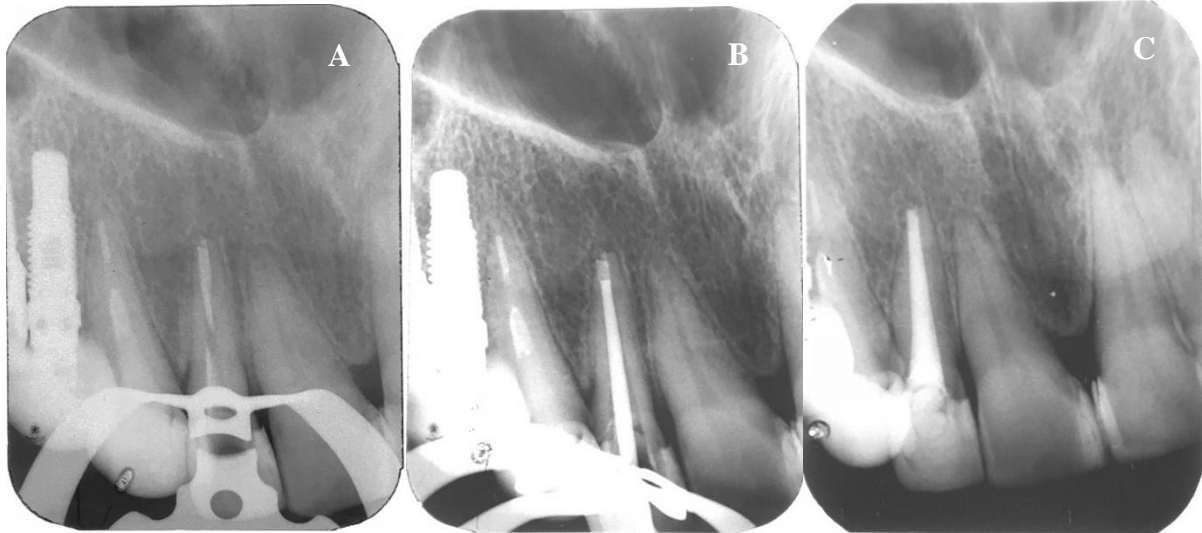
Radiografia periapical da desobturação (A), conometria (B) e final (C) pela técnica do paralelismo.
